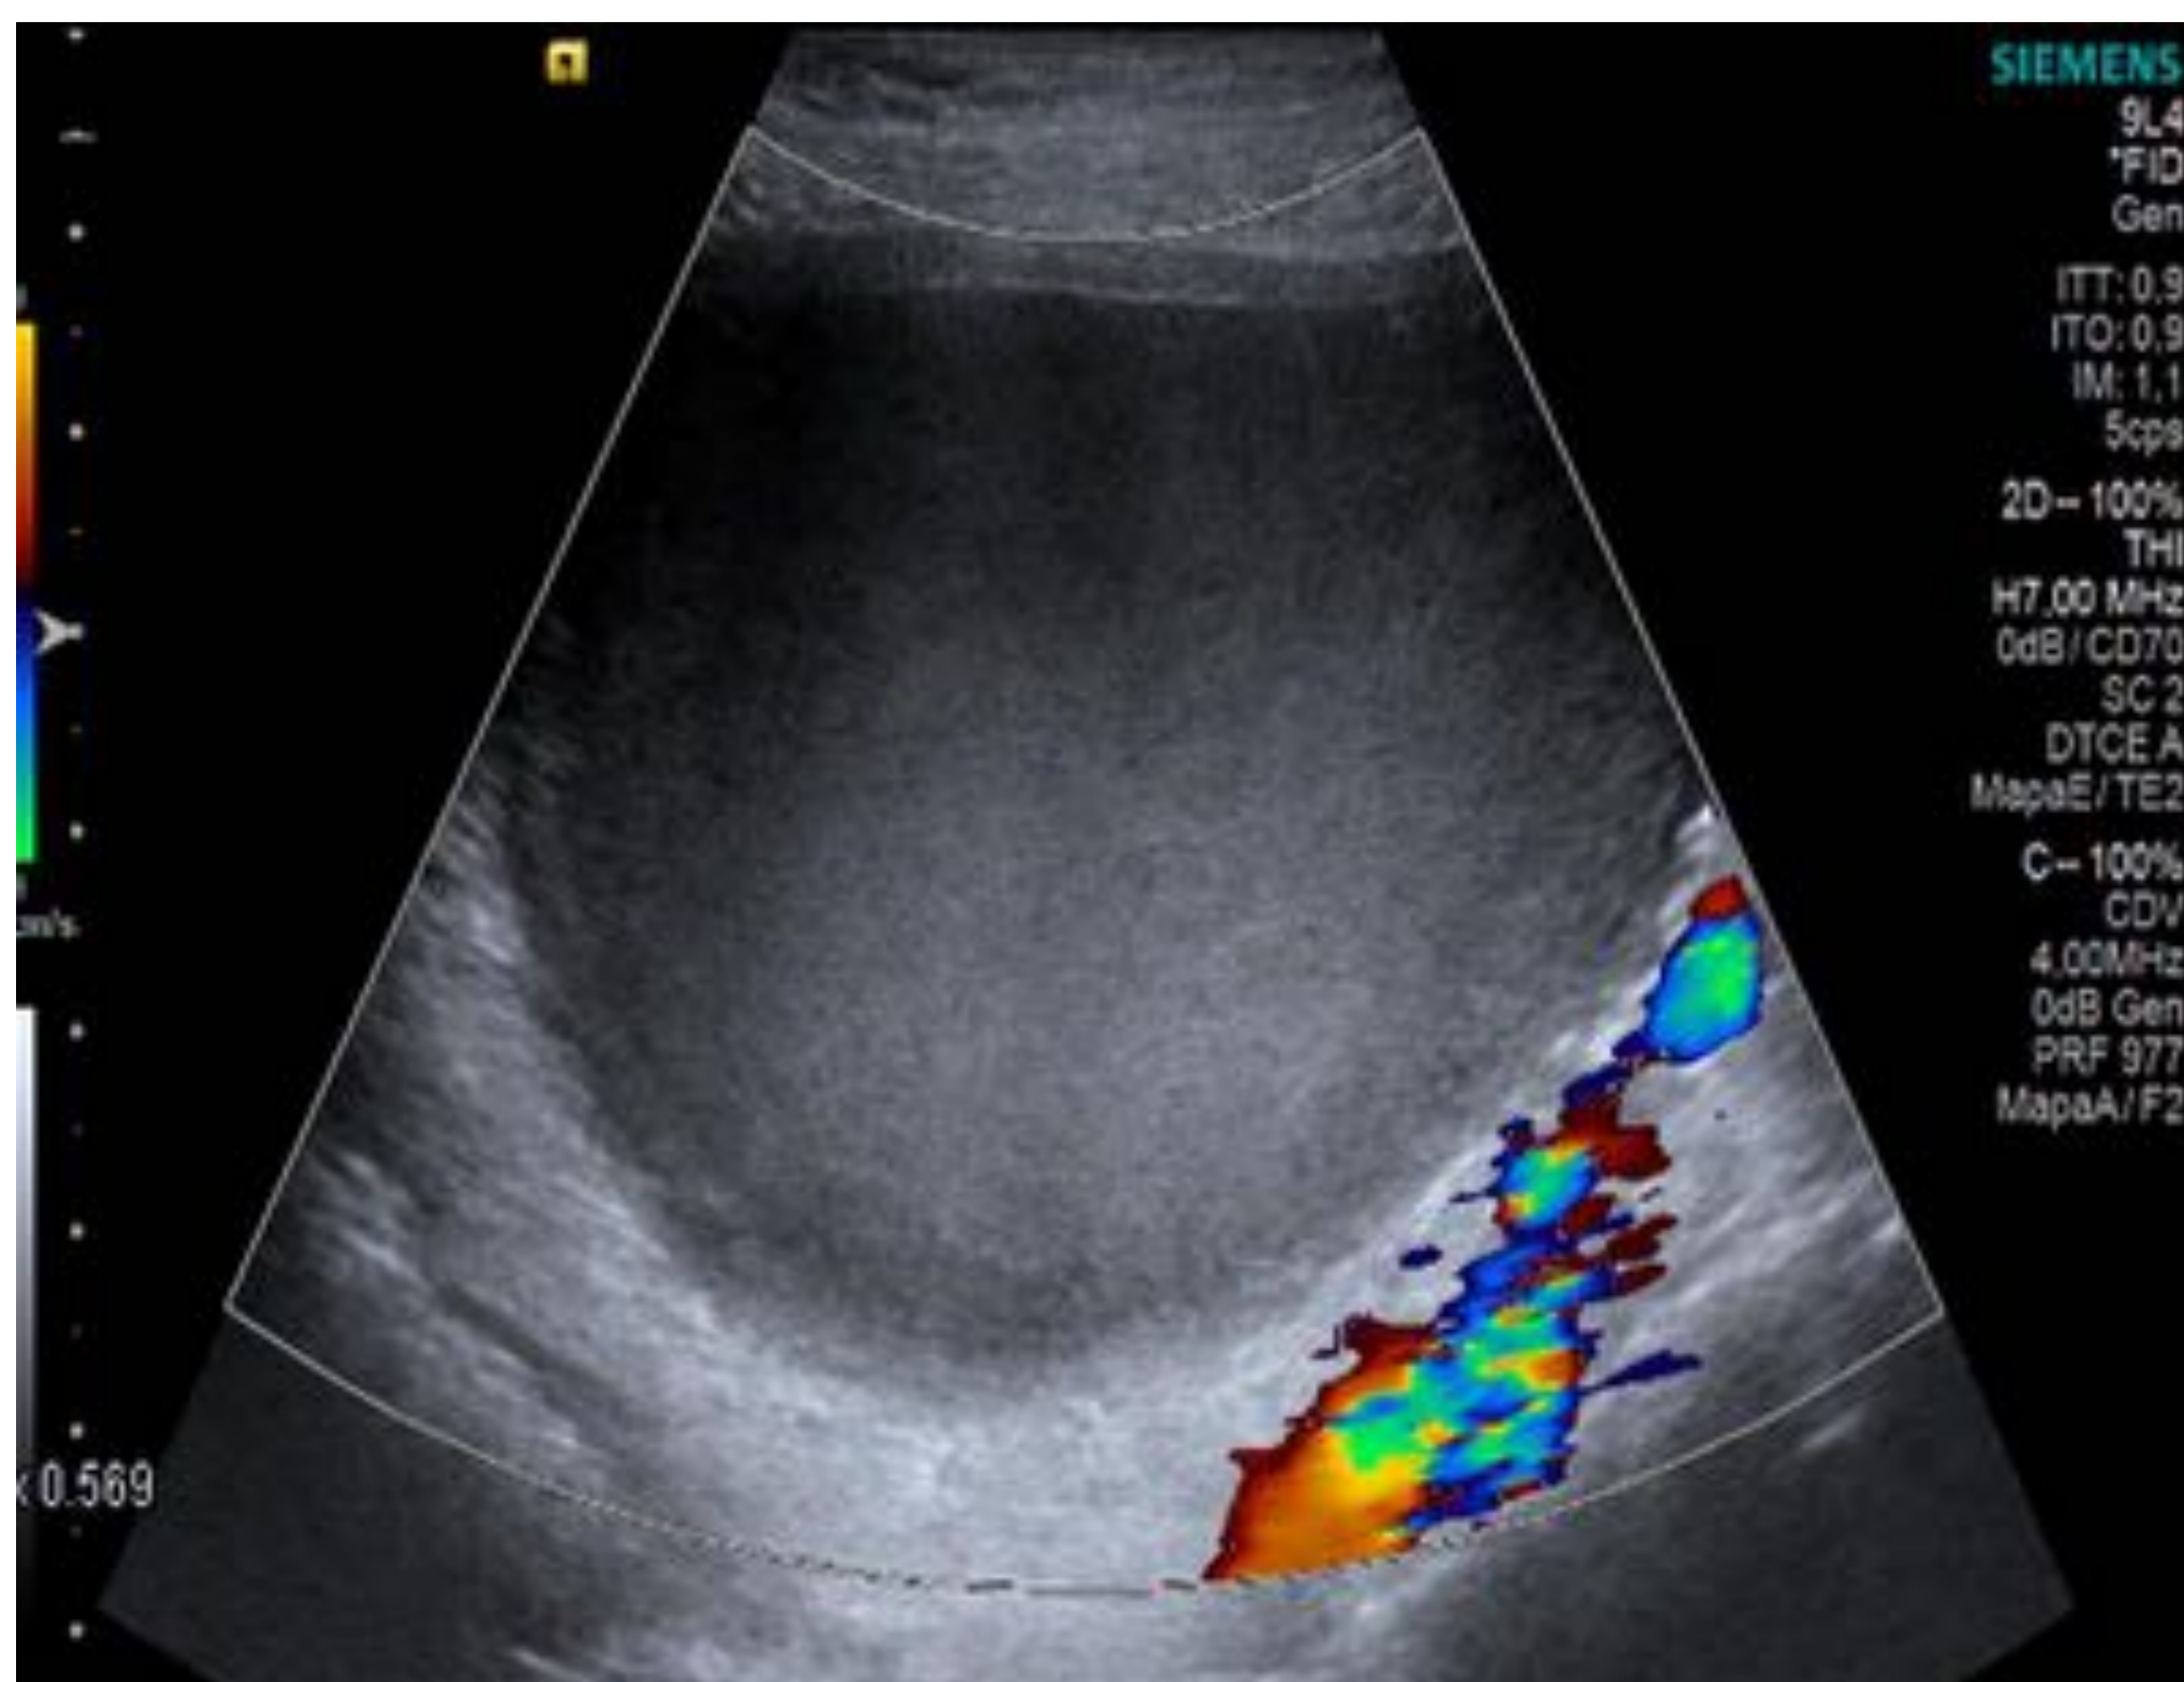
Lesión anexial derecha de bordes bien definidos y con ecos en su interior pero con ausencia de flujo Doppler color
